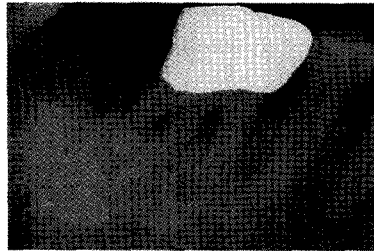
Root resection of #46: preoperative radiograph and photo.
